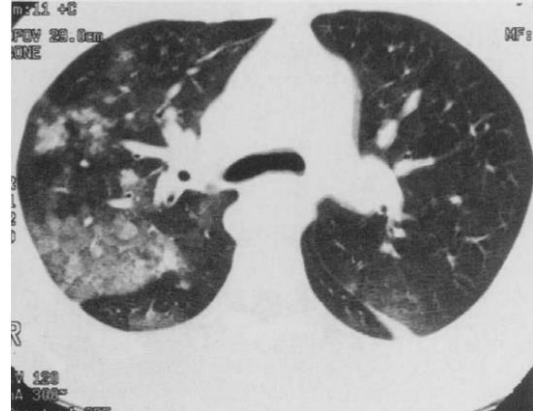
Tomographie au jour 2 du premier Marine admis montrant une Mise en évidence d'une Tâche au niveau du Poumon droit
